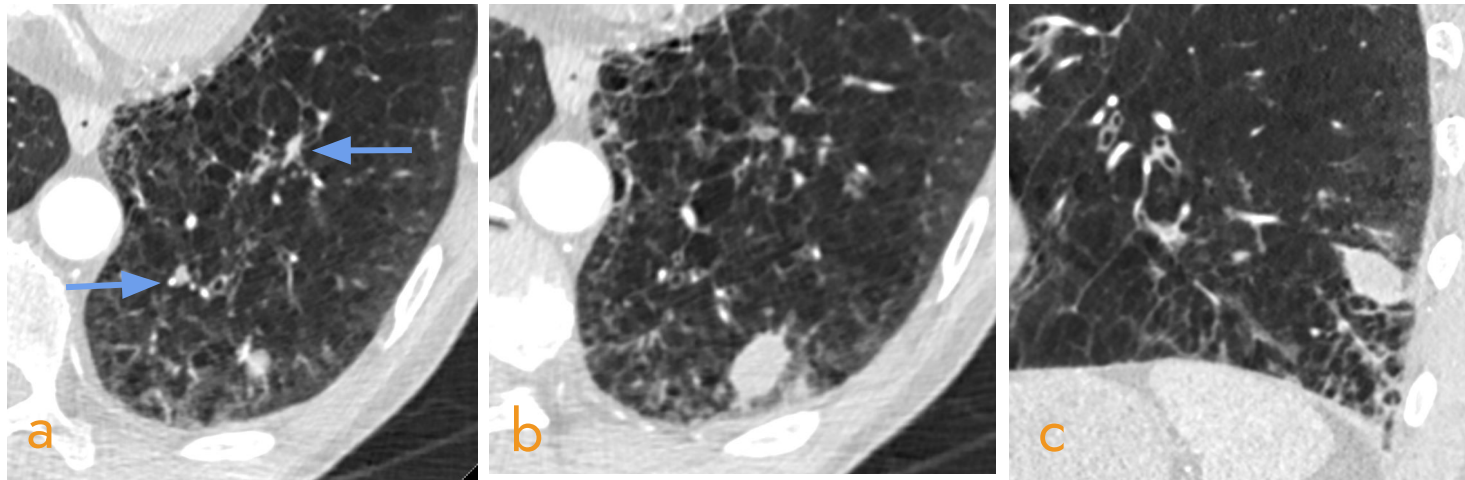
a) y b) Cortes TC axiales sucesivos y c) corte sagital en ventana pulmonar. Nódulo pulmonar posterobasal izquierdo en paciente tabaquista con hemoptisis. Presentó metabolismo elevado en PET-TC (no mostrado) con disminución de tamaño al momento de biopsia. Tapones mucosos endobronquiales (flecha), opacidades en vidrio esmerilado periféricas y morfología ahusada sugieren infección.
